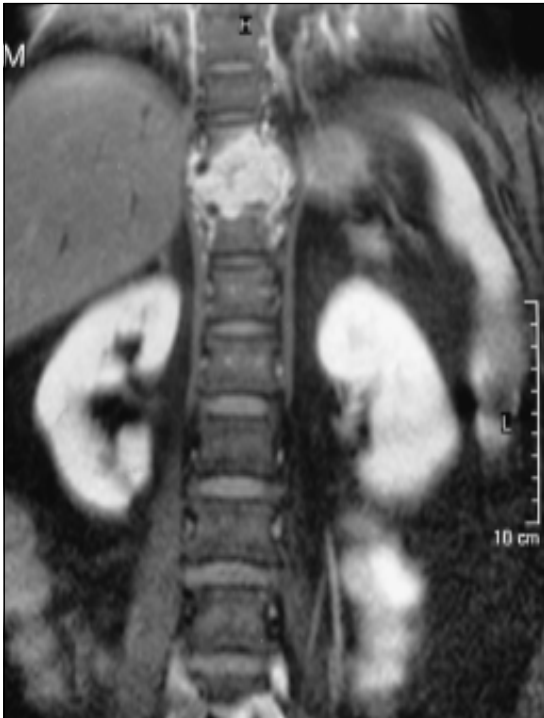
Corte coronal de Resonancia Magnética (RM) en T2 en el que se observa destrucción masiva del cuerpo vertebral de T10, destrucción parcial de T9 e infiltración de T11.
